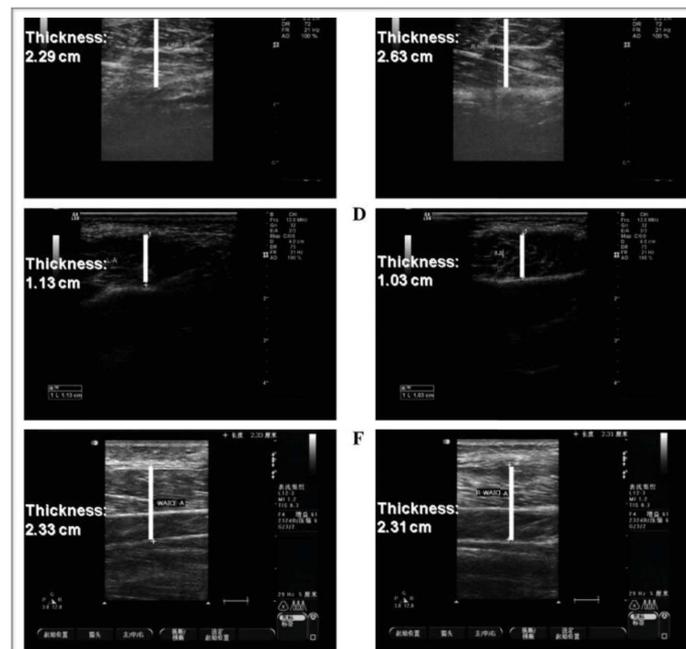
échographie des masséters droit et gauche du patient traité par injection de toxine botulique-A, en haut avant le traitement, au milieu à 6 mois post-opératoires, en bas à 12 mois post-opératoires (80)
